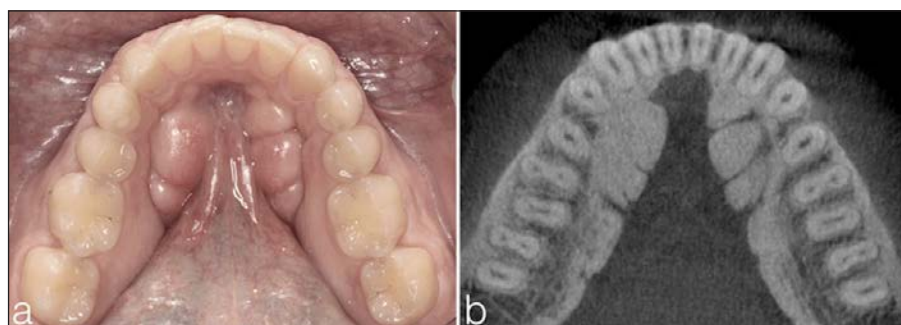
Exostoses localized lingually on the alveolar ridge of the mandible. An intra-oral picture (3a) and a CBCT scan (3b).
